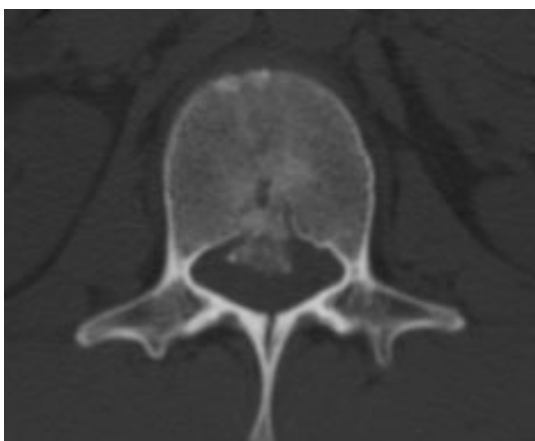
КТ-исследование L1 позвонка больного Е.
